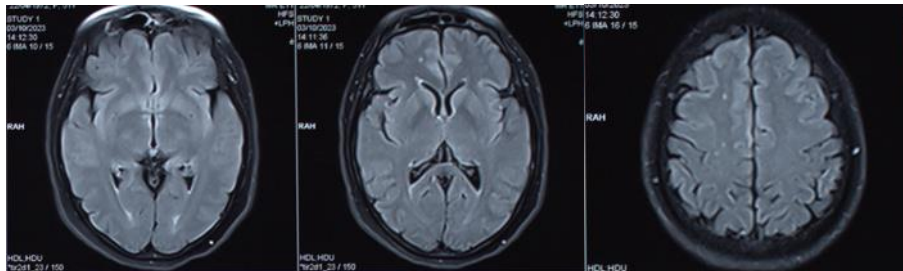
Resonancia Magnética (RM) paciente caso
